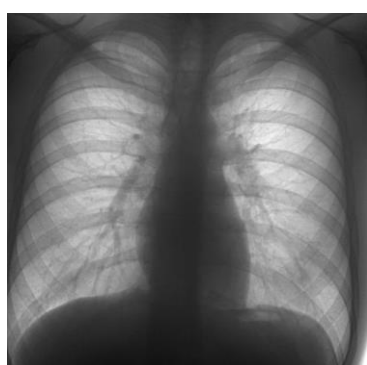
Пациент Р., мужчина, 23 г., профилактическое рентгенологическое исследование органов грудной клетки: А – ложноотрицательное решение ИИ-сервиса, пропущена очаговая тень диаметром 9 мм в IV межреберье правого легкого; Б – результаты КТ ОГК, выполненной для верификации находки по назначению врача-рентгенолога
